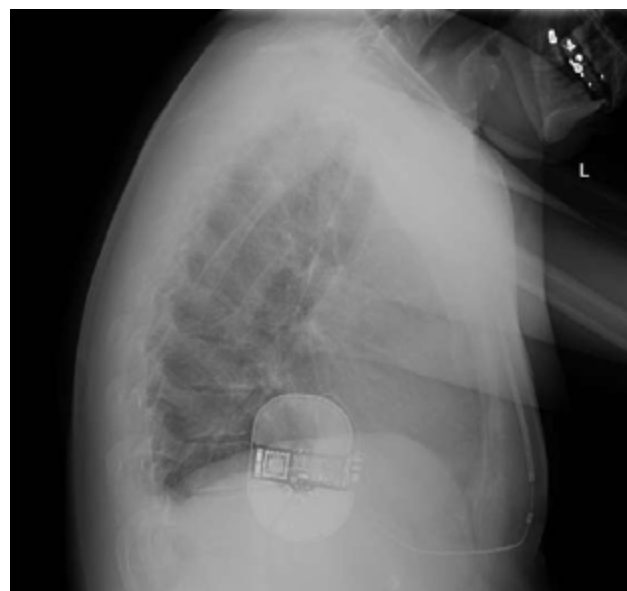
Defibrillatore sottocutaneo. Proiezione PA e LL, in ortostatismo. Ombra cardiaca nei limiti di norma. Presenza di defibrillatore sottocutaneo. Il generatore del dispositivo è posizionato in regione ascellare, solitamente in corrispondenza del VII e VIII arco costale sinistro, alloggiato in una tasca tra il muscolo dentato anteriore ed il muscolo grande dorsale. In questo caso il coil dell'elettrodo sarà posizionato lungo il margine parasternale sinistro tunnelizzato sottocutaneo, parallelamente al generatore.
